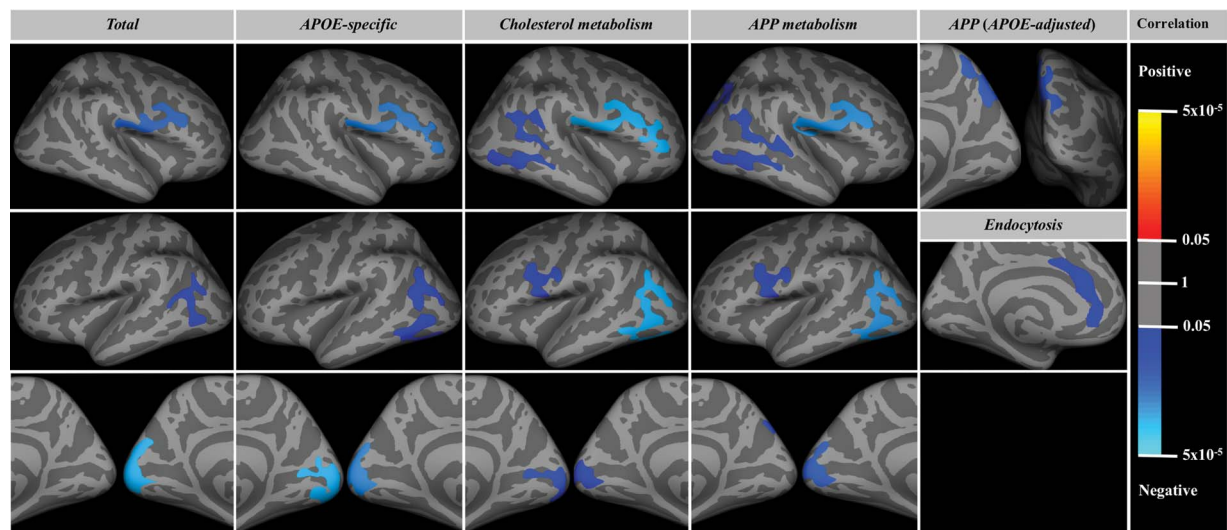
Patterns of cortical atrophy in older adults are influenced by genetic factors for late-onset AD. Dark gray regions represent sulci and light gray regions represent gyri on the inflated surface of the cortex. The blue colored clusters reflect significant negative correlations between the GRS and CT indicating atrophy in the GM ($CWP < 0.05$). Significant positive correlations (red clusters) were not observed. CWP values were encoded by a red-to-yellow color scale indicating a weak-to-strong positive correlation, while a dark blue-to-light blue color scale reflected a weak-to-strong negative correlation.
